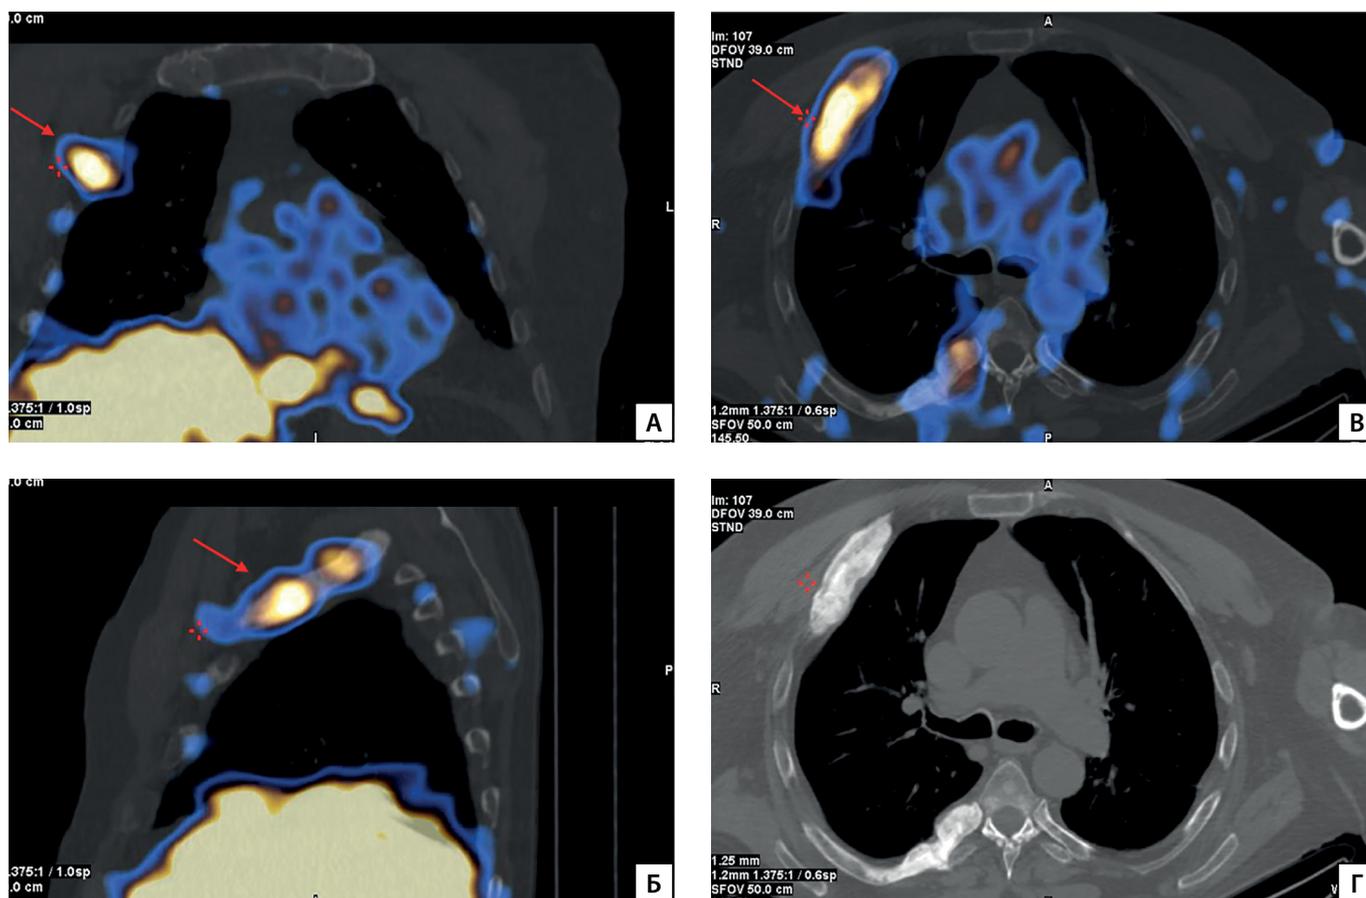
ОФЭКТ/КТ пациента П.
